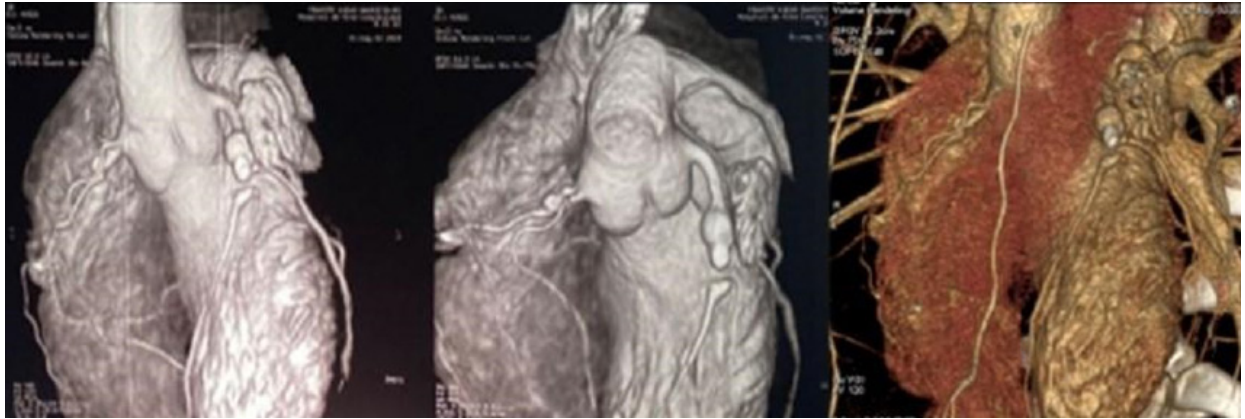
Angiotomografía coronaria con reconstrucción tridimensional, en la cual se visualiza aneurisma proximal de arteria descendente anterior con trombo calcificado en su interior.
